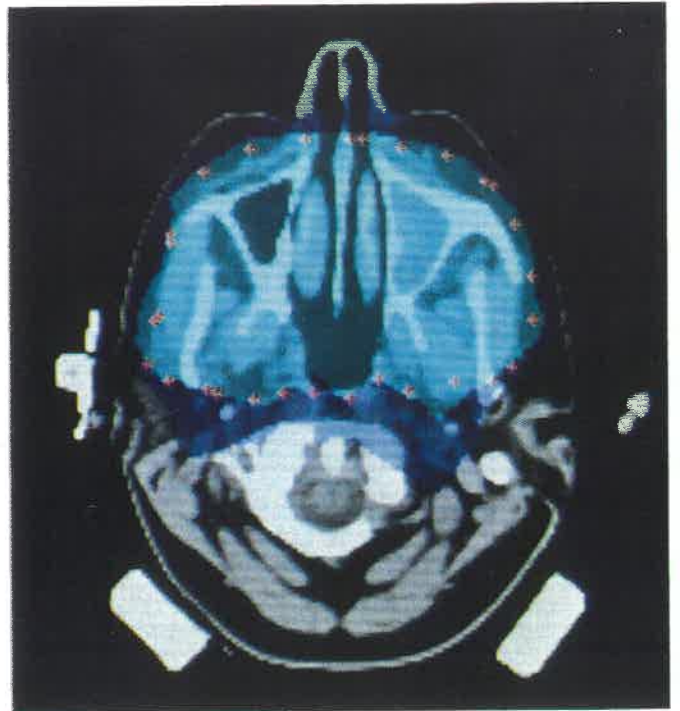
Transversal-Schnitt in CT-Schicht 6*
